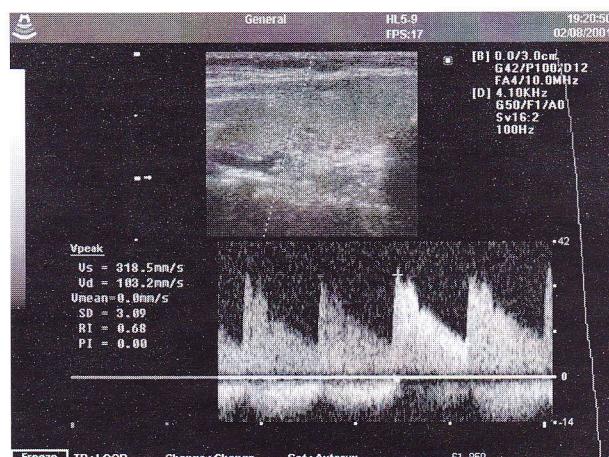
Aspect normal al traseului Doppler spectral în glanda tiroidă.
